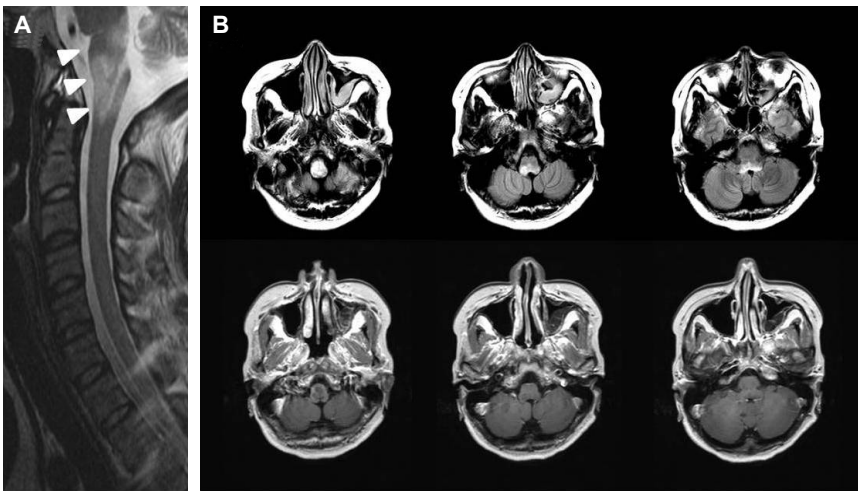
Cervical spine and brain MRI. (A) T2 weighted cervical spine sagittal image shows T2 hyperintense lesion involving upper cervical cord and brainstem (arrowheads). (B) FLAIR axial images demonstrate high signal intensities involving dorsal part of the medulla oblongata. These lesions shows gadolinium enhancement (upper row-FLAIR images, lower row-T1 weighted gadolinium enhance images).
